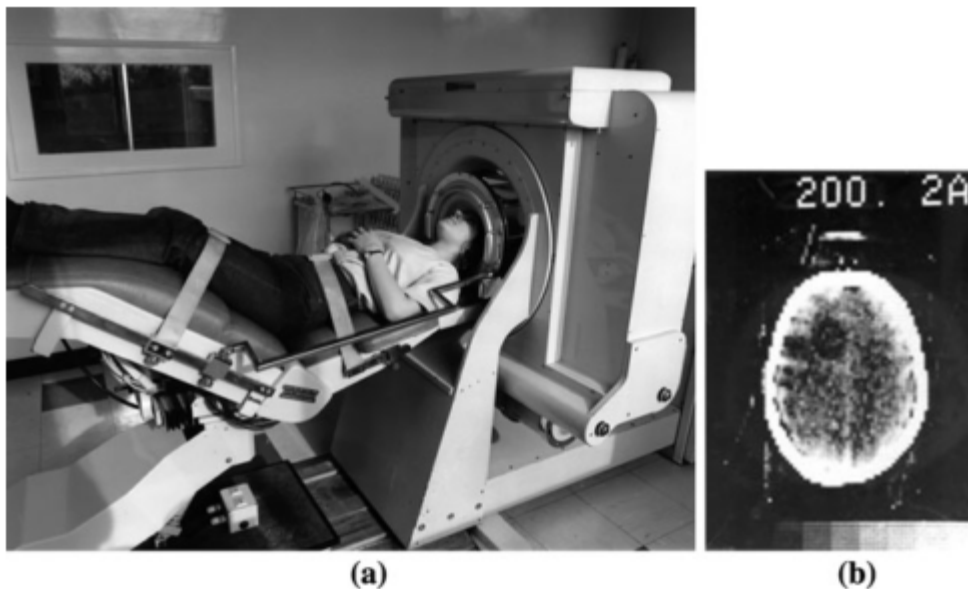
(a) O equipamento de TC EMI Mark I ;(b) corte axial de crânio
